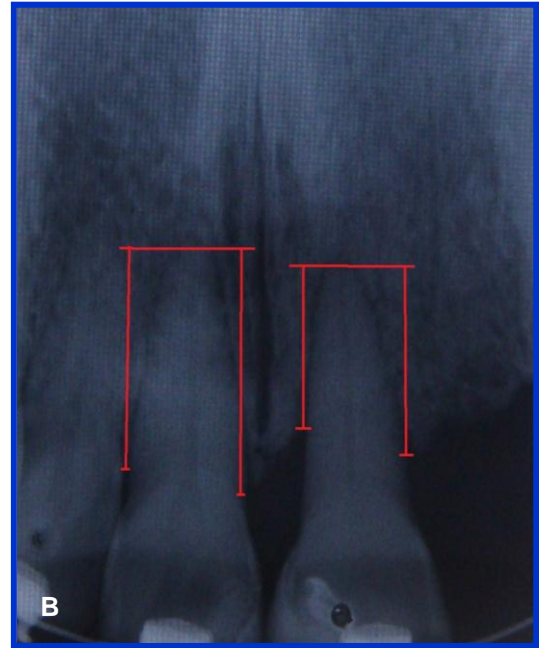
Fotografia de radiografia da paciente “4” demonstrando as medidas ósseas AR-CO:
